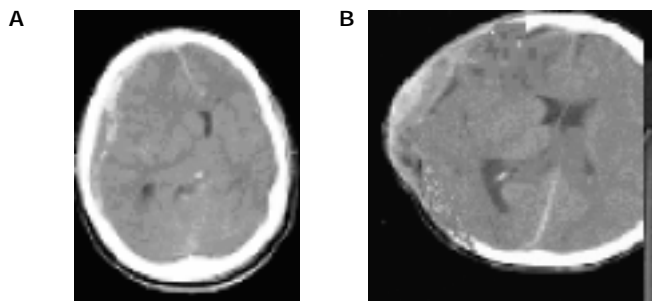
Efecto de la craniectomía descompresiva sobre la compliance cerebral y la PIC evidenciada en las imágenes evolutivas de TAC. A. Preoperatorio. B. Craniectomía descompresiva 48 horas de evolución.
